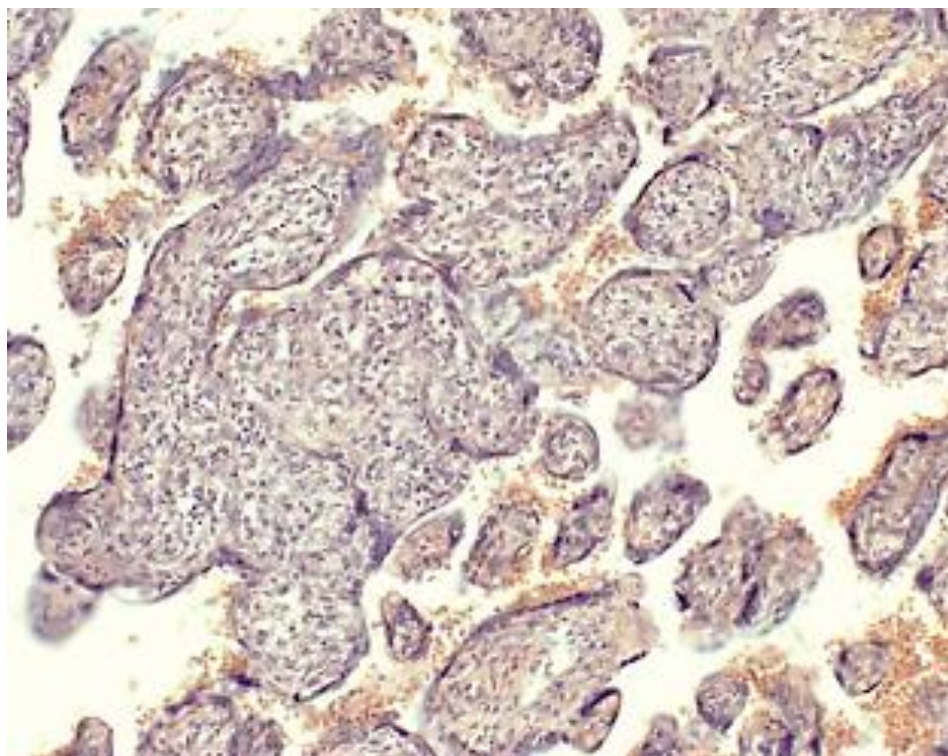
Герпетический виллузит, г-э, ув. 200
